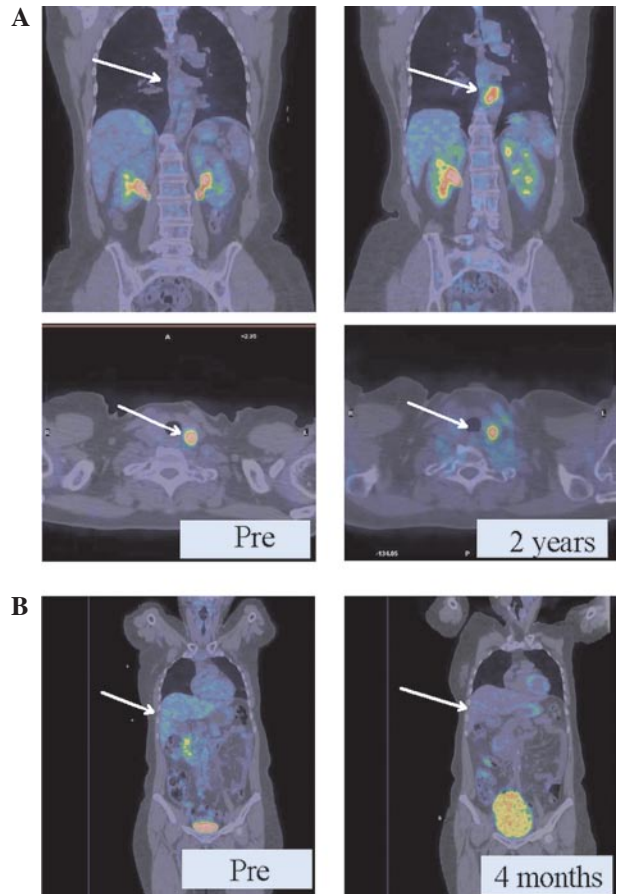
Clinical effect of bDLE as visible in PET images. In the control group, we observed no response (A) of thyroid lesions after chemotherapy without bDLE. (B) Partial regression of retroperitoneal retrohepatic metastases after chemotherapy and bDLE treatment. Pre-, pre-treatment.
